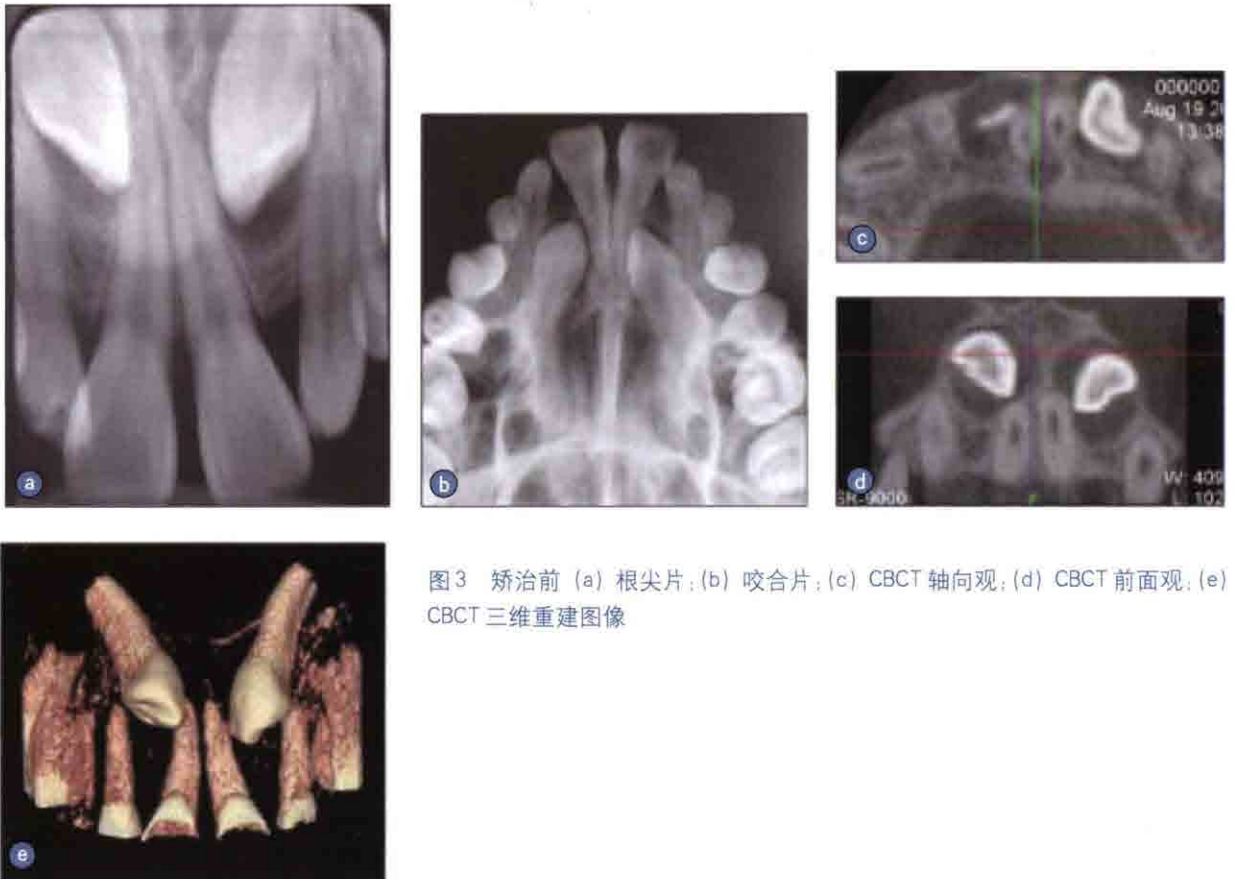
矫治前 (a) 根尖片;(b) 咬合片;(c) CBCT 轴向观;(d) CBCT 前面观;(e) CBCT 三维重建图像
